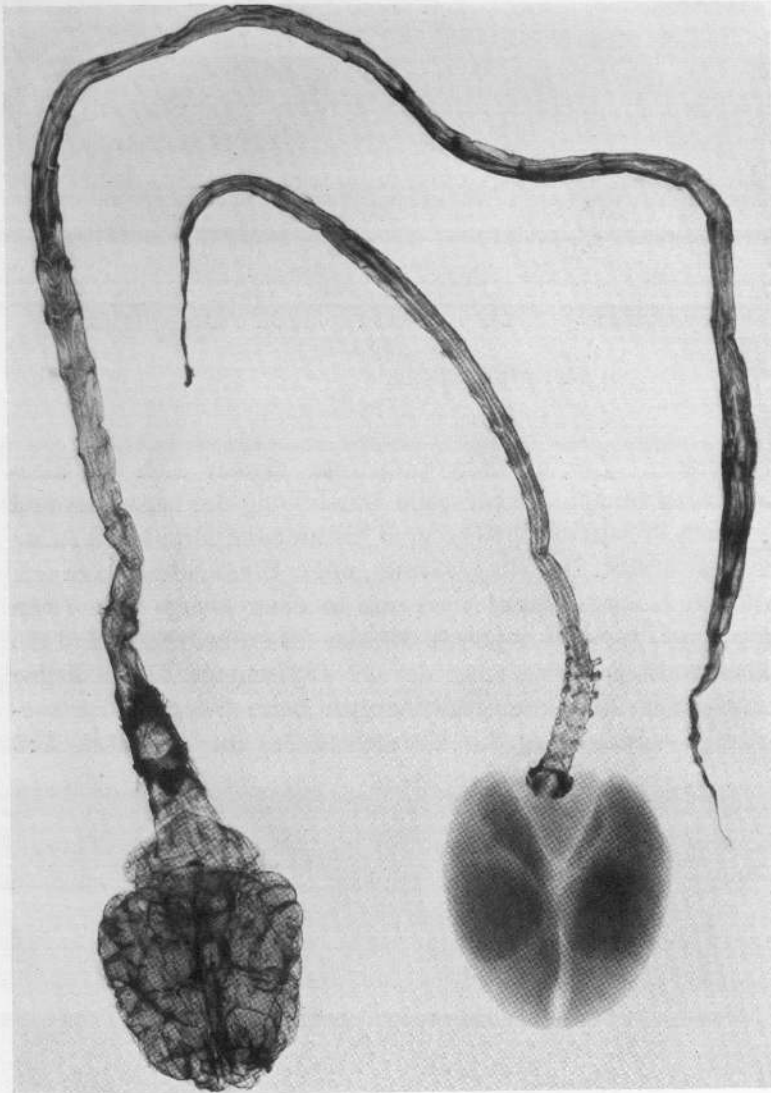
Röntgenaufnahme des Zentralnervensystems
